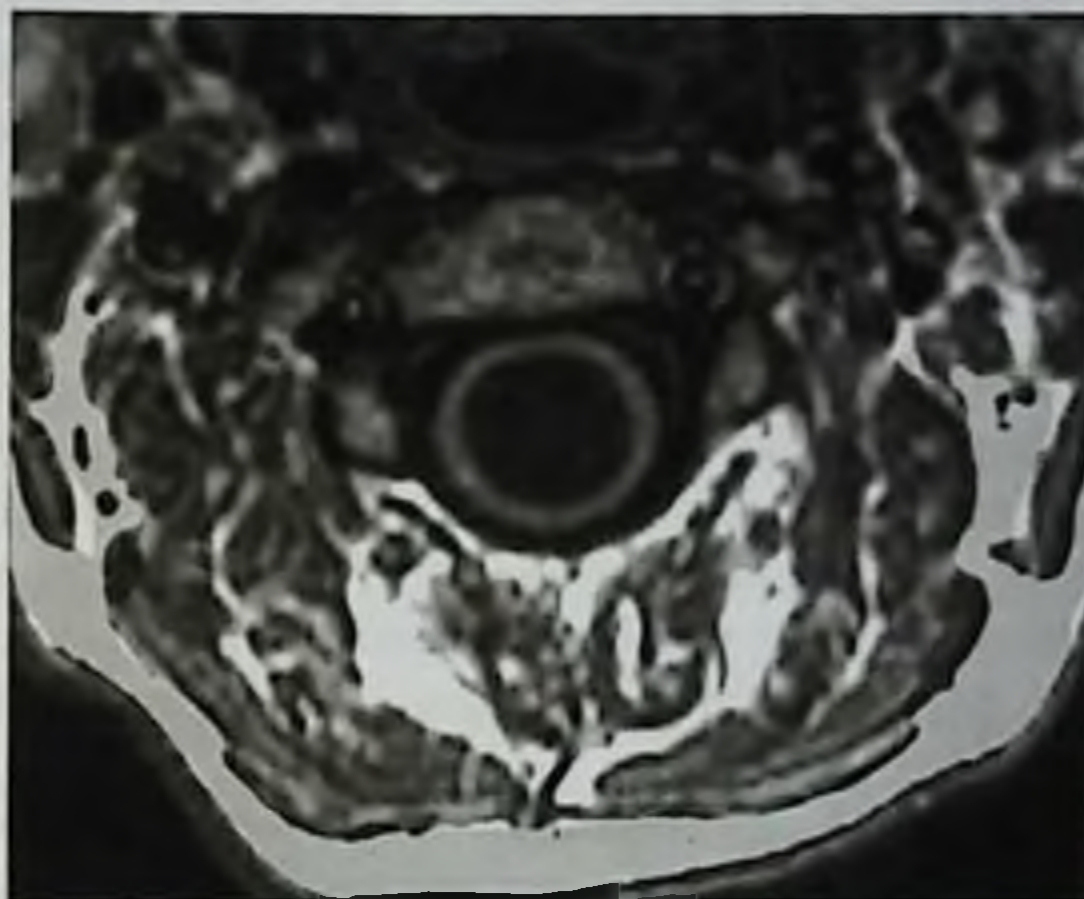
Сирингомиелия. Центральный канал резко расширен, заполнен ликвором, спинной мозг сохранен в виде тонкой полоски по краям. Магнитно-резонансная томограмма, T1-взвешенное изображение, аксиальная проекция
